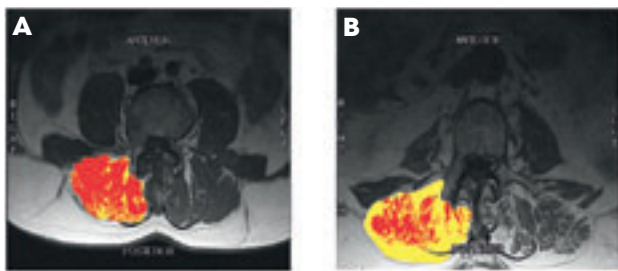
Infiltration des Fettgewebes in die Muskulatur. Paravertebraler CT-Scan bei Normalgewicht (A) und Sarkopenischer Adipositas (B).
